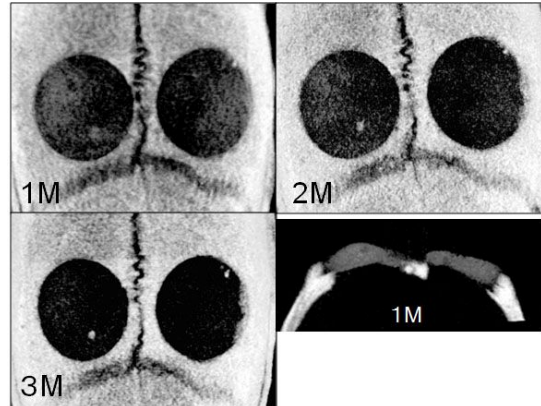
PAA と Sr75 粒子の練和物のマイクロCT 画像
